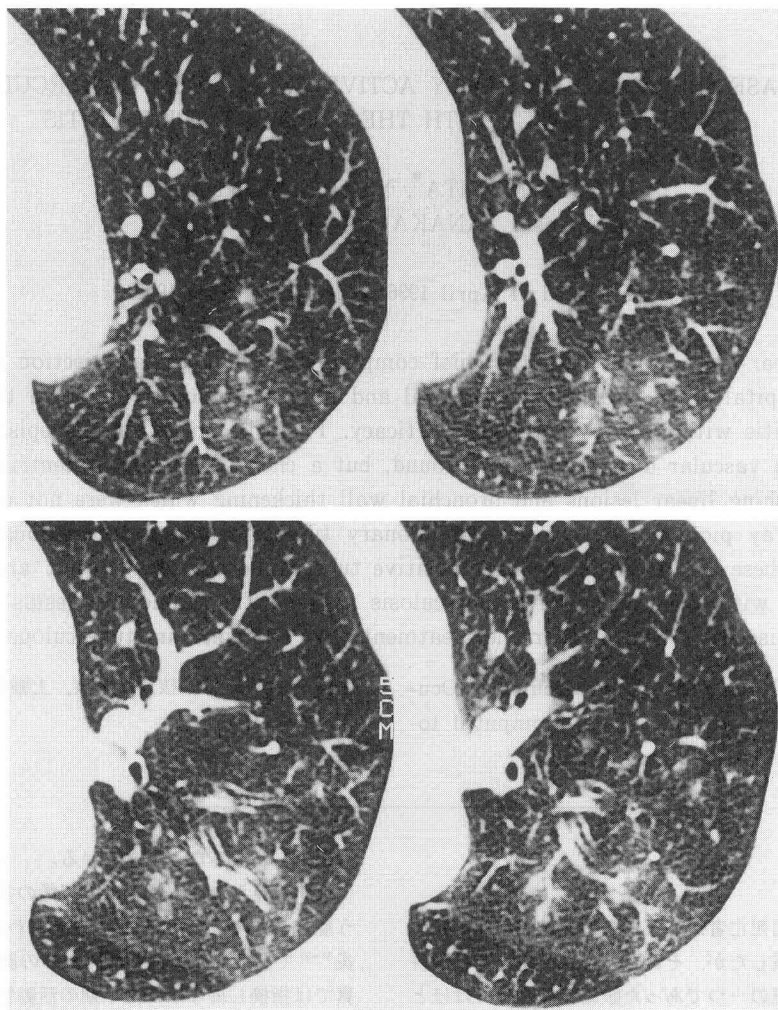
Chest CT showing centrilobular nodules and branching linear lesions, and bronchial wall thickening in the left upper lung field (3mm-thick collimation, WL-600 HU, WW 1000 HU).
